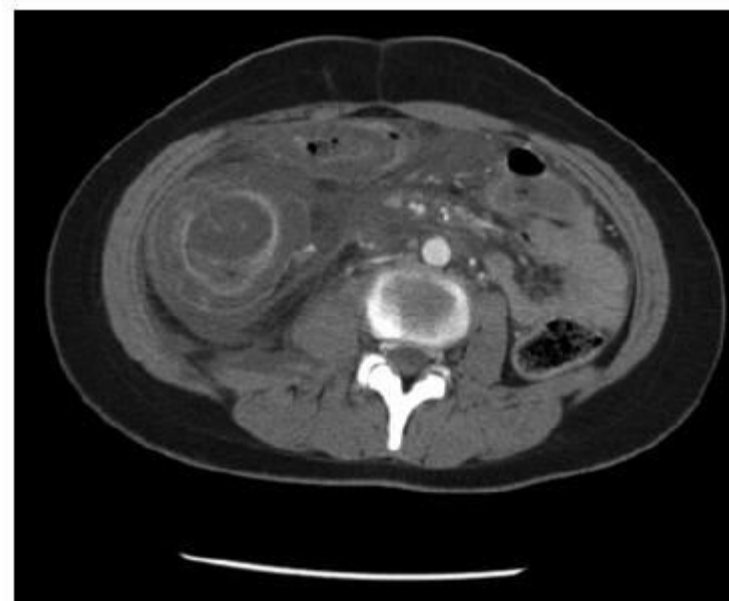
Contrast-enhanced computed tomography-image showing marked circumferential wall-thickening of ascending and transverse colon.
